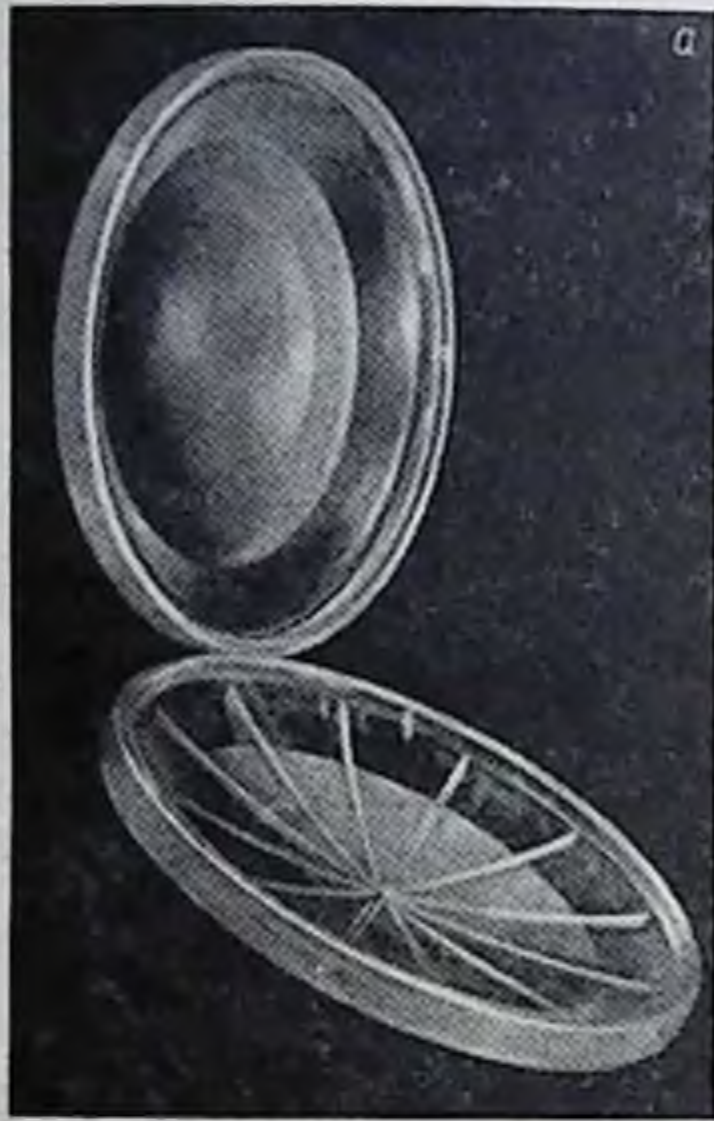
Камера для перфузии изолированной печени.
